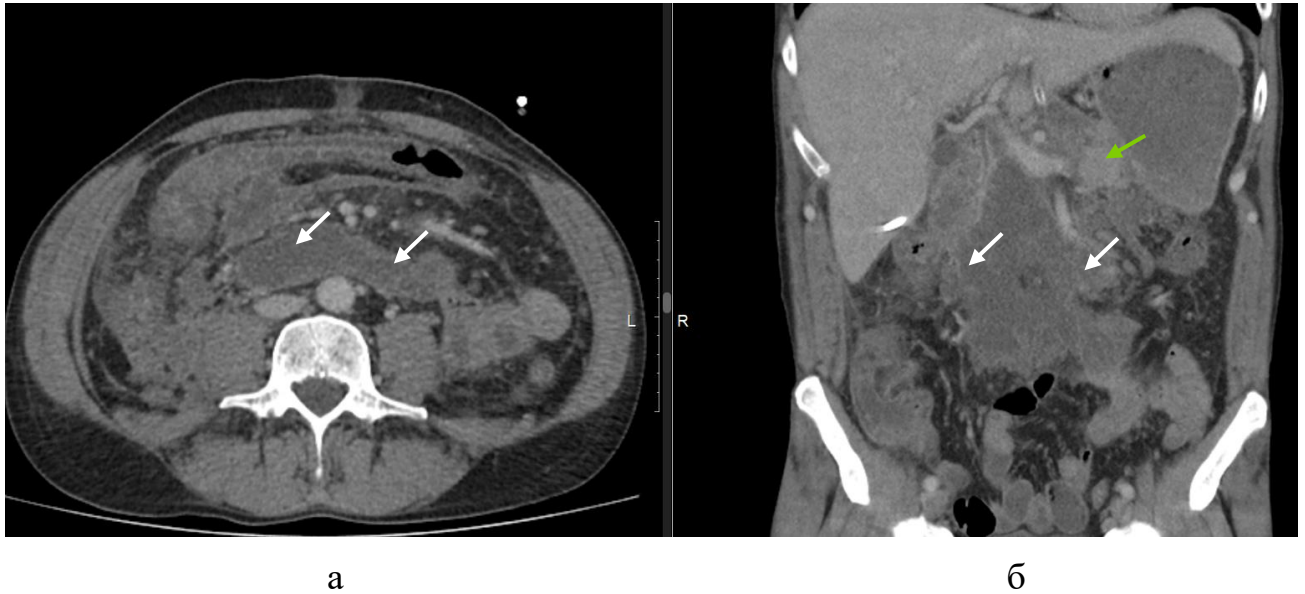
Компьютерная томограмма на 39 сутки болезни. Венозная фаза, аксиальная (а) и фронтальная (б) плоскость. Не дренируемое парапанкреатическое жидкостное скопление в области корня мезоколон (белые стрелки). Функционирующая расположенная дистальнее области полного поперечного некроза паренхима ПЖ (зелёная стрелка)
